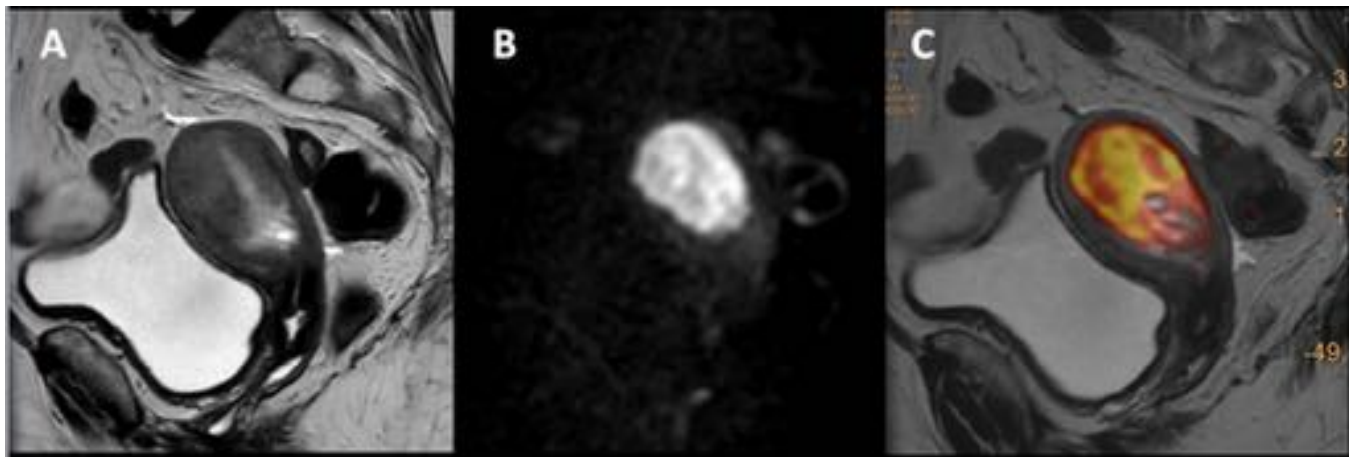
Neoplasia de endometrio Estadio IB (FIGO). En imagen de RM sagital T2 donde se observa ocupación de cavidad endometrial por tumoración (asterisco) que invade miometrio, sin poder definir su límite (A). B: imagen de RM sagital de difusión (b 1000) que muestra alta señal de la tumoración, aunque no se visualiza miometrio. C: imagen sagital de fusión de T2 y difusión que muestra que la tumoración invade más de la mitad del espesor miometrial, sin sobrepasar el útero.
